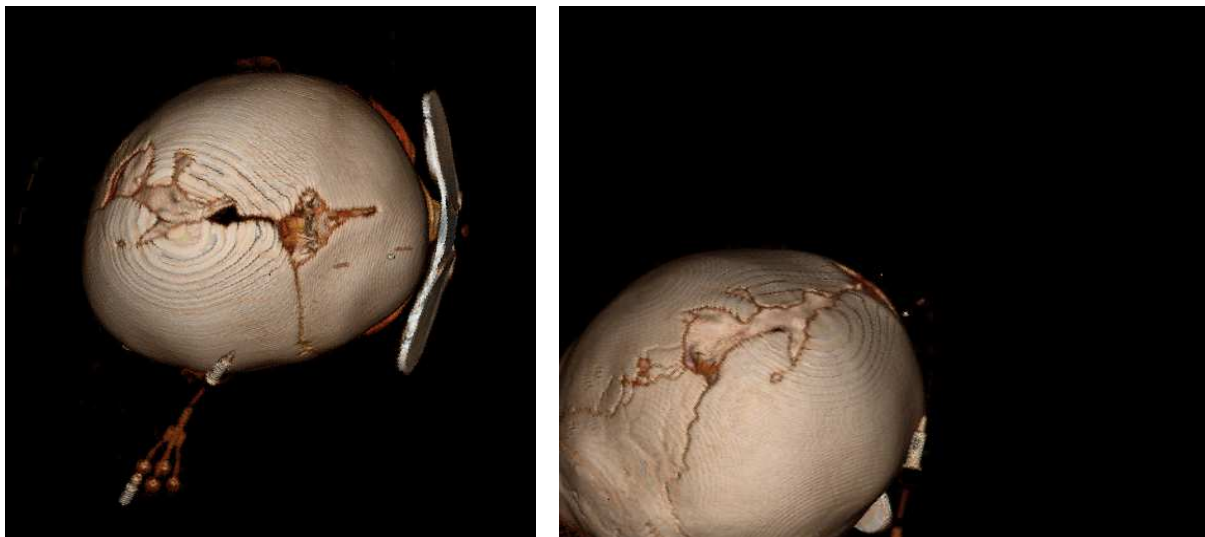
Computertomographie mit 2,5 Jahren
